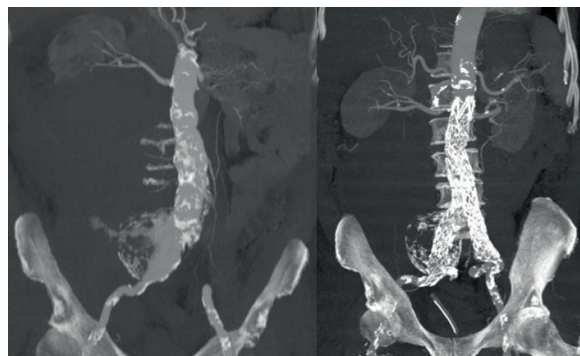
Angio-CT pré- e pós-operatória de aneurisma ilíaco direito roto excluído de forma urgente com endoprótese bifurcada Endurant II (Medtronic®) com extensão para a artéria ilíaca externa direita após embolização da artéria hipogástrica direita com *plug* vascular Amplatzer 1®
